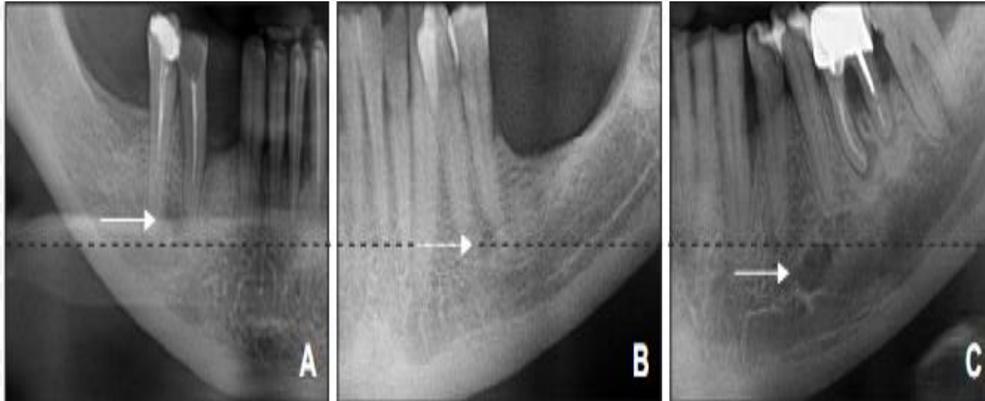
Radiografi Panoramik (White *et al.*, 2009)
